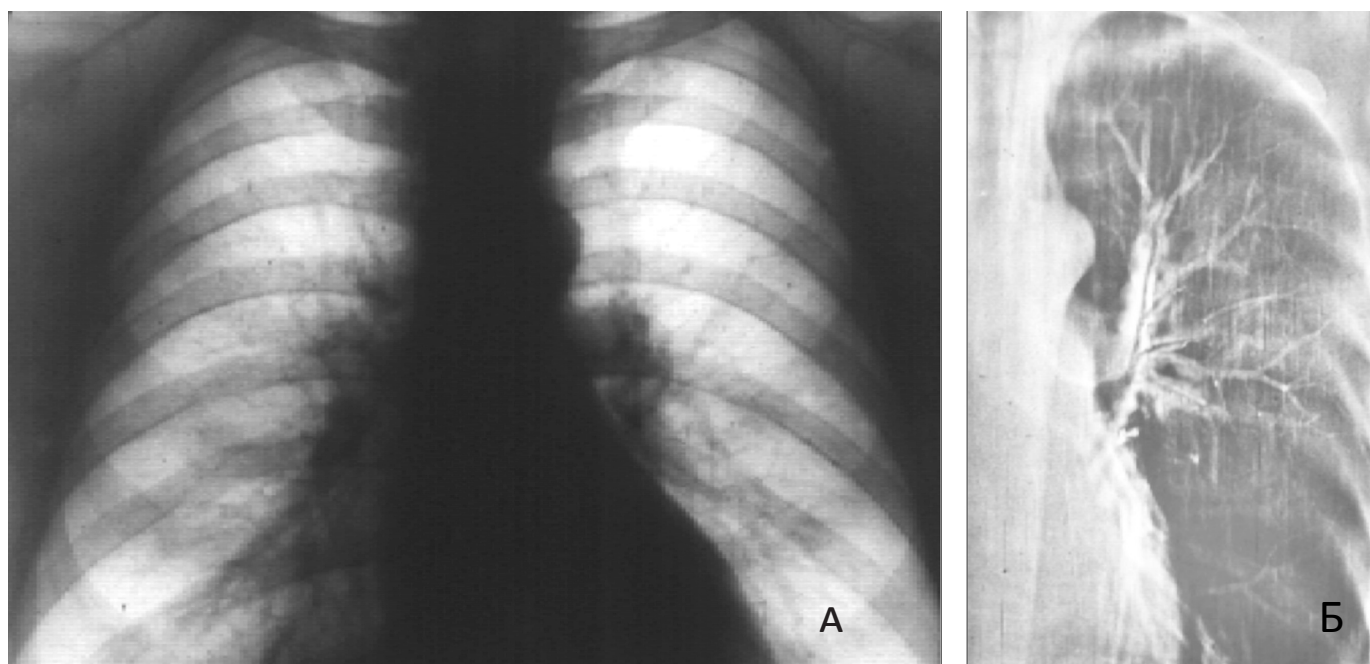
Рентгенограмма (А) органов грудной полости в прямой проекции и ЭРТГ (Б) левого легкого в прямой проекции больного В., 52 лет, с ХЛЛ. На рентгенограмме видна двусторонняя корневая лимфоаденопатия. На ЭРТГ определяется специфическая лейкоэмическая инфильтрация легочной ткани в виде перибронхиальных, периваскулярных муфт, циркулярно суживающая просветы бронхов верхней доли левого легкого. Авторская иллюстрация.
